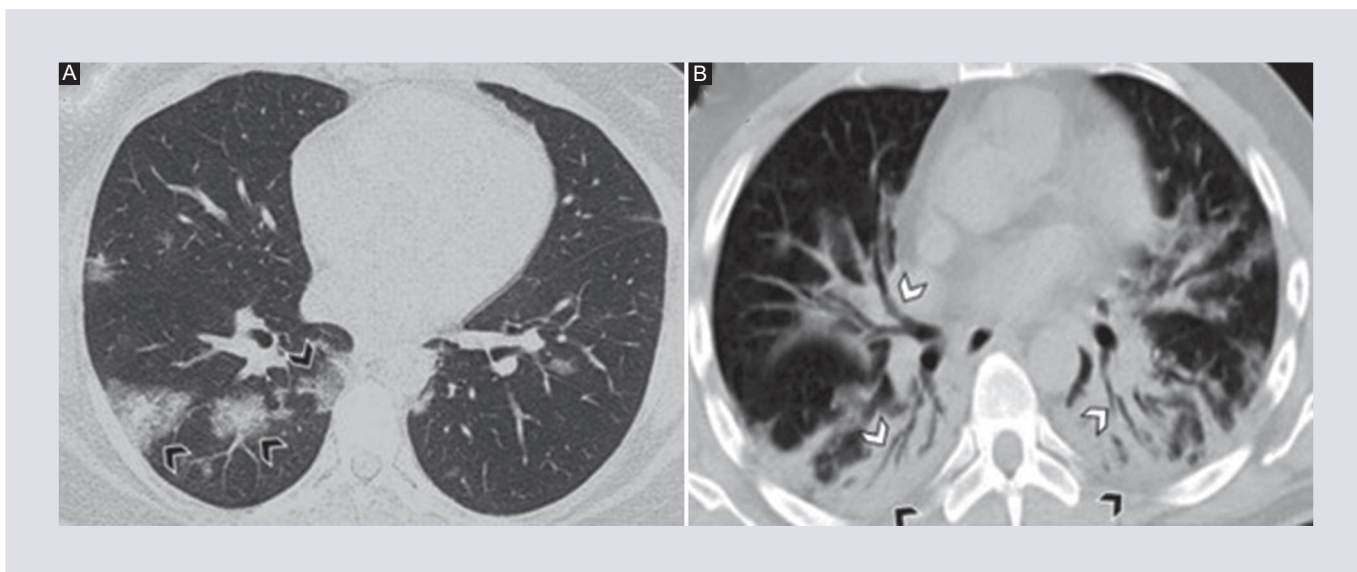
Cortes axiales de tomografía computarizada de tórax en ventana pulmonar de dos pacientes con neumonía COVID-19 con patrón de consolidación. A: parches de consolidaciones en pulmón derecho, visualizadas como opacidades densas que no permiten ver los márgenes de las estructuras broncovasculares (cabezas de flechas). B: consolidaciones bilaterales en segmentos posteriores (puntas de flecha negras), asociadas a broncograma aéreo (puntas de flecha blancas).
